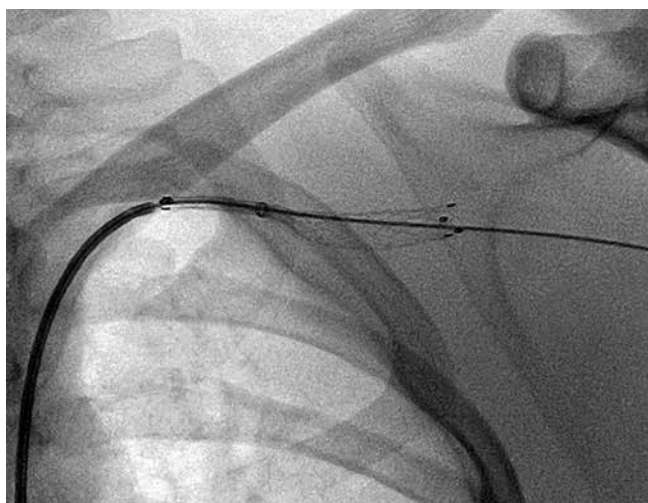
Рентгеноскопия. Имплантирование стент-графта Fluency в зону АВФ
